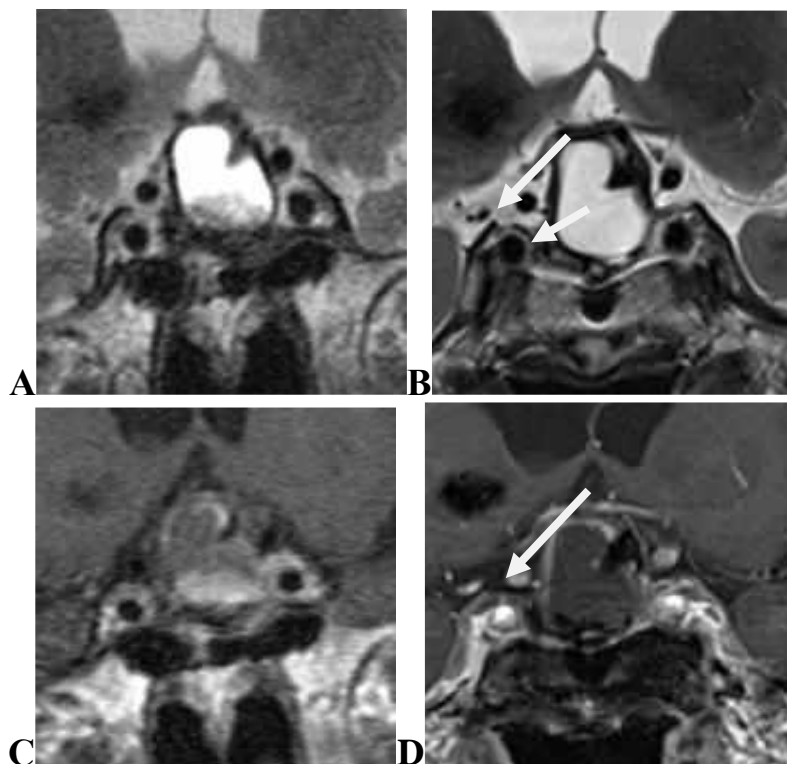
МРТ гіпофіза у пацієнта К-ва, 48 років, історія хвороби № 150575, спостереження №446 із кистозною ГНАГ: візуалізація на МРТ 1,5 Тл (А, С) та 3 Тл (В, D). Структури КС диференціюються на 3 Тл дослідження.
